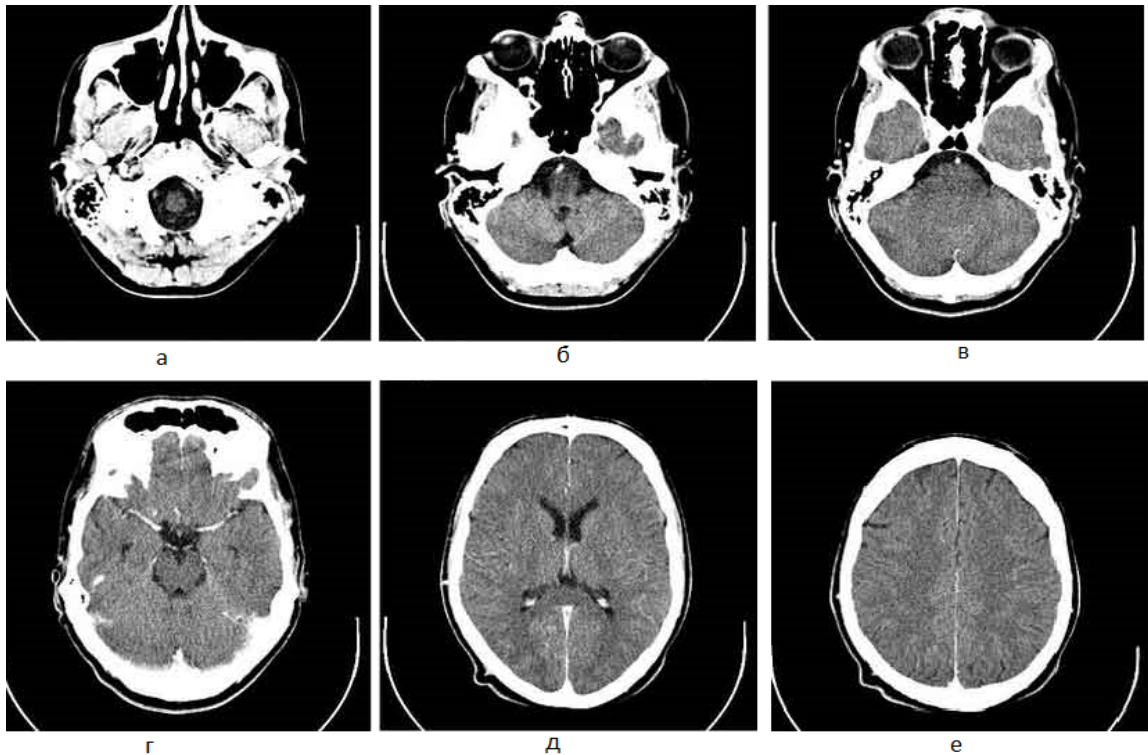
Результаты краниальной КТ – а, б, в, г, д, е
